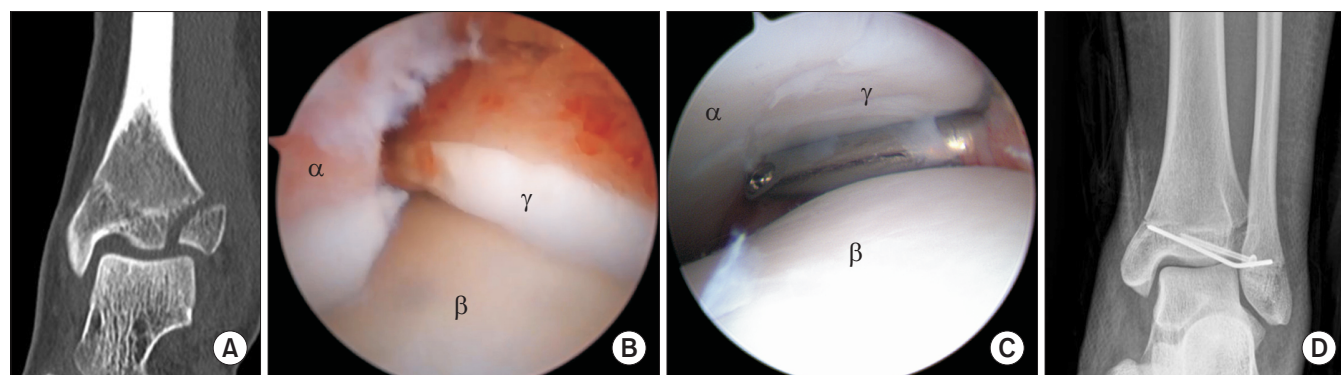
(A) The CT scan shows a pediatric Tillaux fracture. The arthroscopic findings show the pediatric Tillaux fracture before (B) and after (C) arthroscopic reduction. (D) After arthroscopic reduction, percutaneous fixation with screw and Kirschner wire was performed. ^αTibia, ^βTalus, ^γTillaux fracture fragment.
